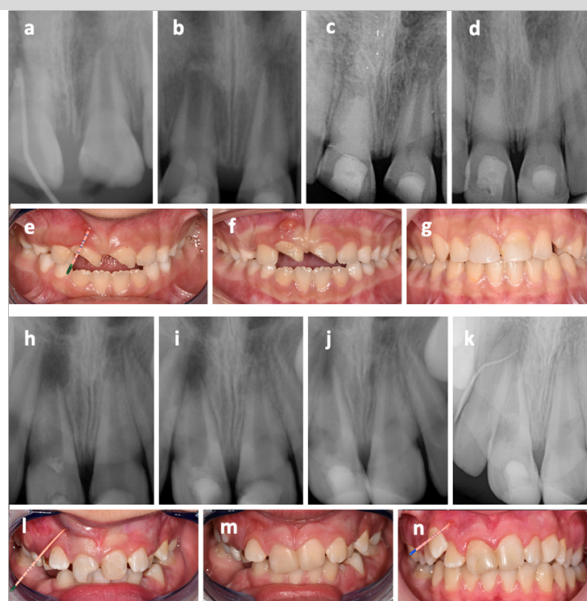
Images of Cases 7-8/tooth numbers 11-21 (a-g) and Case 9/tooth number 12 (h-n). (a) The preoperative periapical radiograph of Cases 7-8 with vestibular sinus tract of 11, (b) 3-month follow-up radiograph, (c) radiograph of apexification treatment of 11 with calcium silicate cement, (d) 3-year follow-up radiograph, (e) preoperative intraoral photograph of Cases 7-8 with vestibular sinus tract of 11, (f) 3-month follow-up photograph, (g) 3-year follow-up photograph. (h) The preoperative periapical radiograph of Case 9, (i) the radiograph after RET, (j) 3-month follow-up radiograph, (k) 30-month follow-up radiograph with vestibular sinus tract, (l) the preoperative intraoral photograph of Case 9, (m) 3-month follow-up photograph, (n) 30-month follow-up photograph with vestibular sinus tract.
